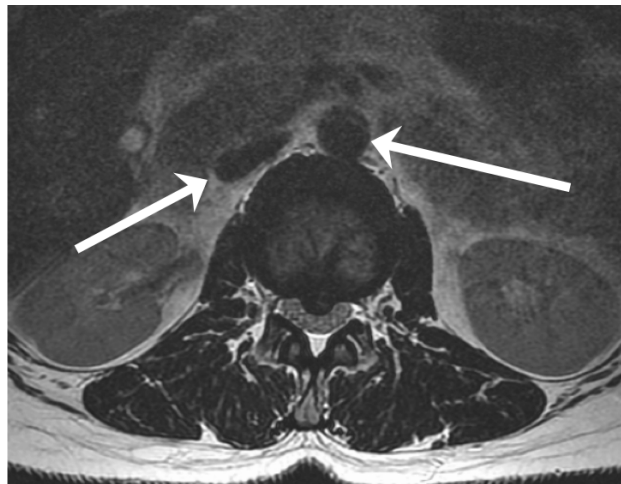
MRT der LWS in axialer Schichtung mit Markierung der Aorta und V. cava inferior. (Freundlicherweise zur Verfügung gestellt vom Institut für Neuroradiologie am Klinikum Kassel)
